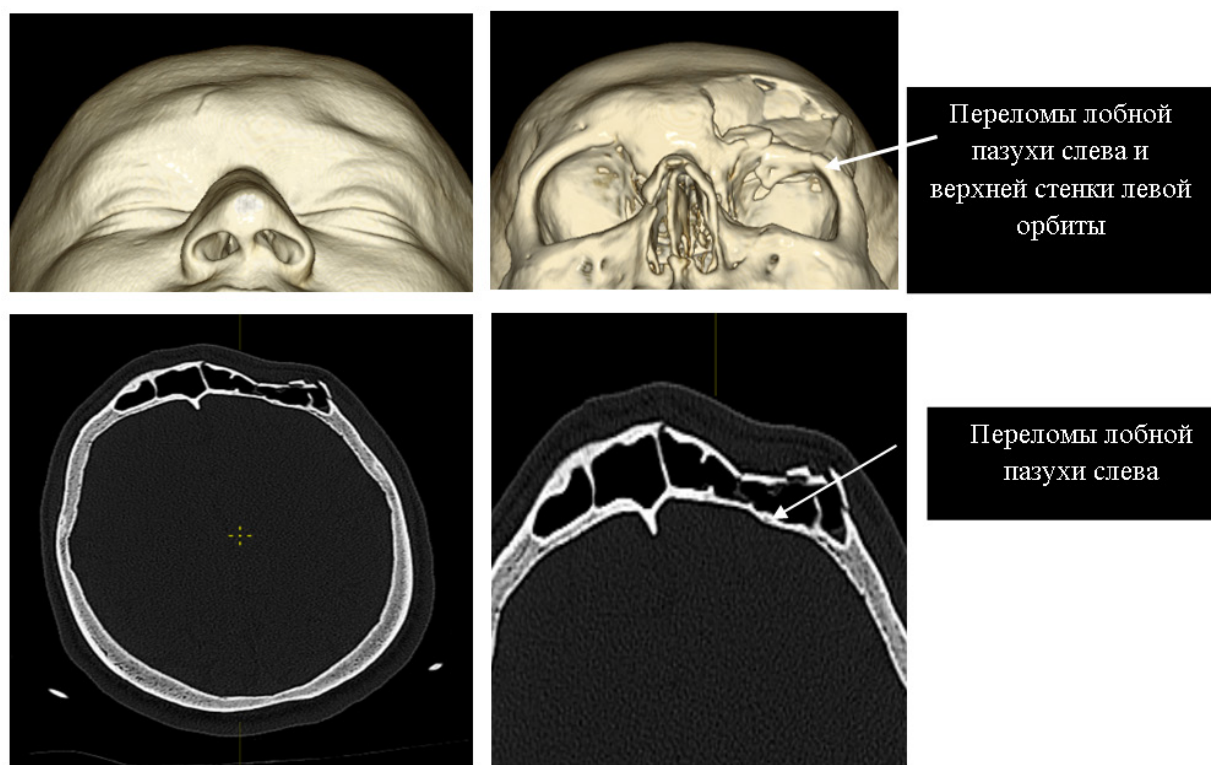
Визуализация повреждений при КТ-исследовании головы. Определяется вдавленный перелом лобной пазухи слева, перелом верхней стенки левой орбиты
